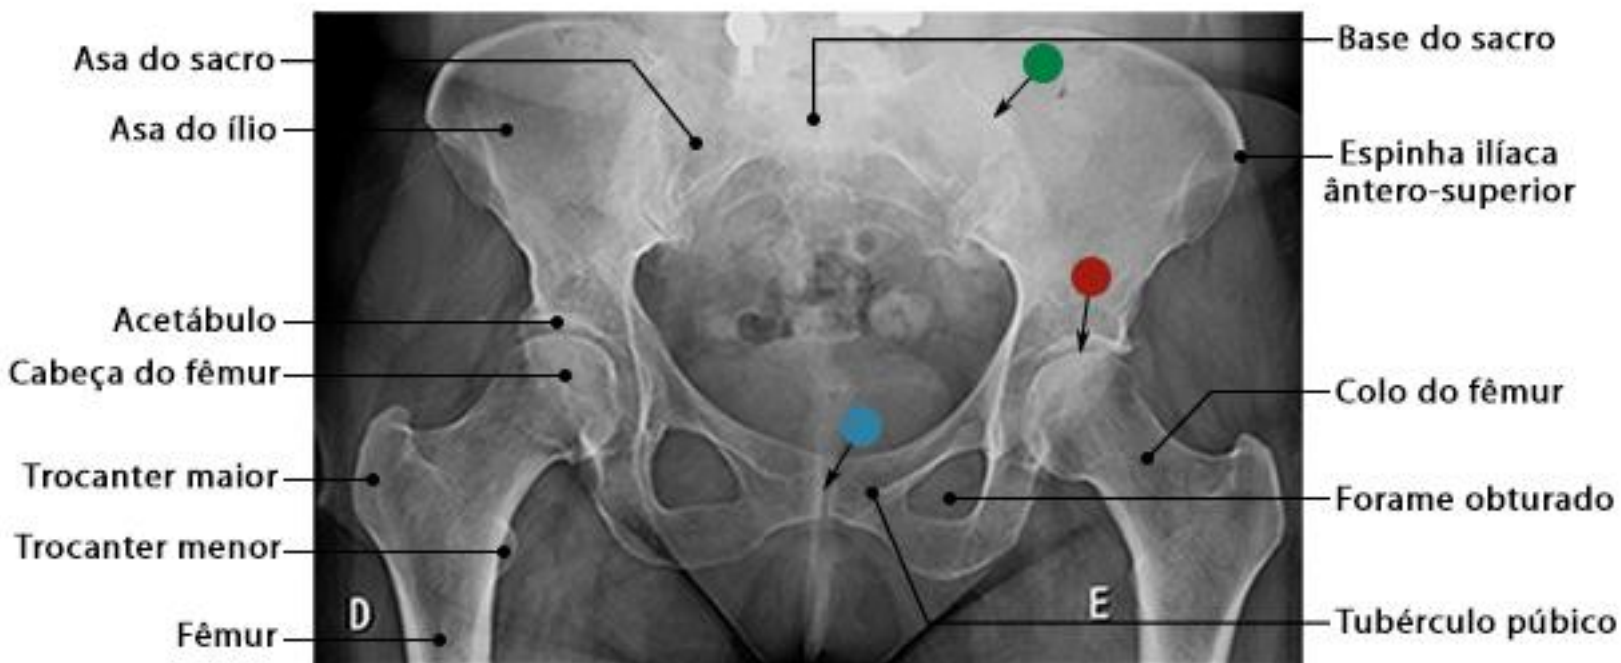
Radiografia do quadril em incidência AP
